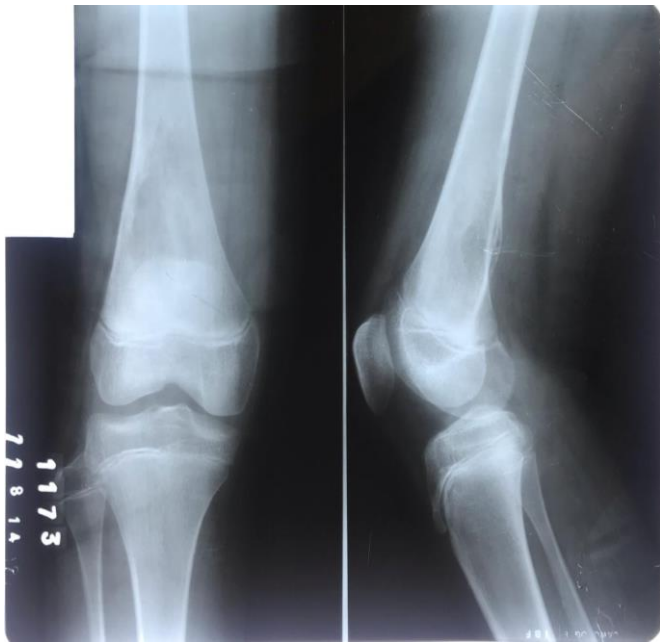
Radiografia de fêmur distal direito em fase inicial do Osteosarcoma.
